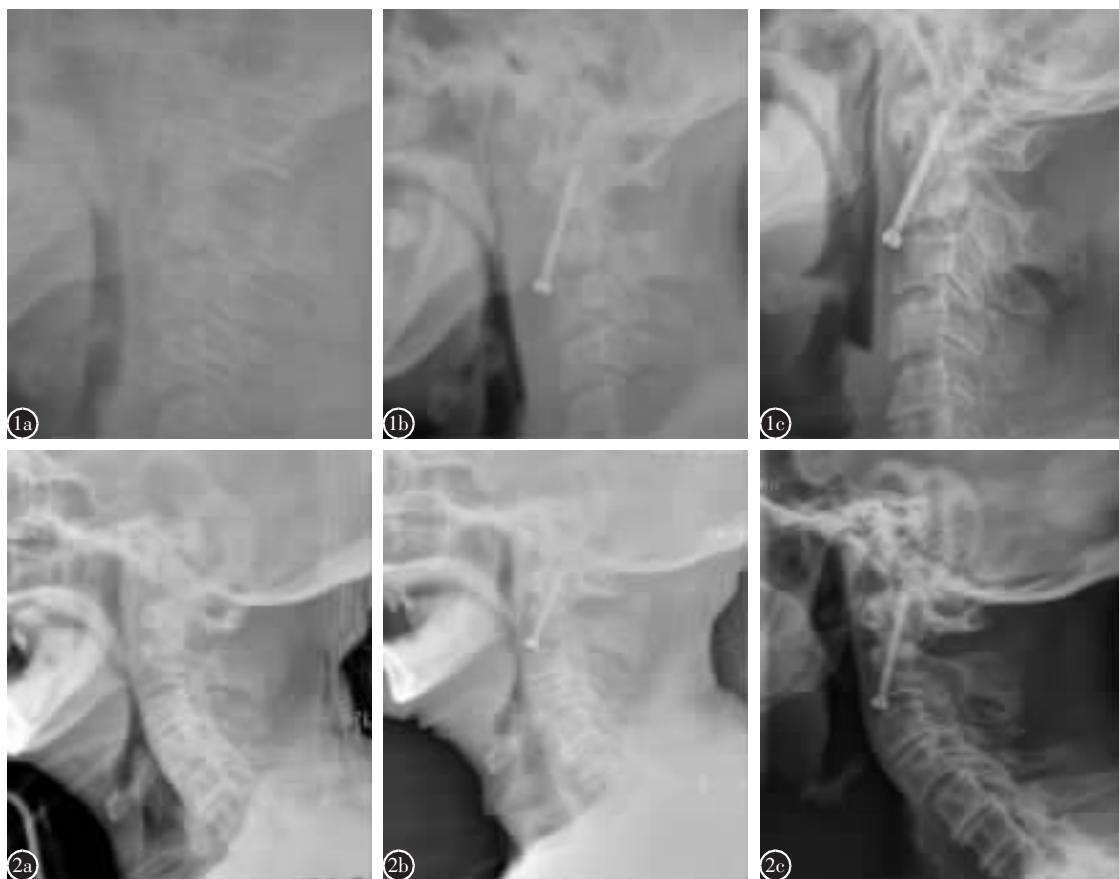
患者男性,68岁,车祸致颈痛12h入院 a 术前颈椎侧位X线片示齿状突骨折 b 行经皮前路齿状突螺钉内固定术后第1天X线侧位片示骨折位置可,螺纹已进入远端骨折断,但螺钉尾段长、置于C3椎体上缘 c 术后5个月X线侧位片示骨折愈合,内固定无松动 图 2 患者男性,70岁,摔伤致颈痛3h入院 a 术前颈椎侧位X线片示齿状突骨折 b 行开放前路齿状突螺钉内固定术后第1天X线侧位片示骨折位置可,螺钉位置佳 c 术后4个月X线侧位片示骨折愈合,寰枢关节无脱位,内固定无松动
